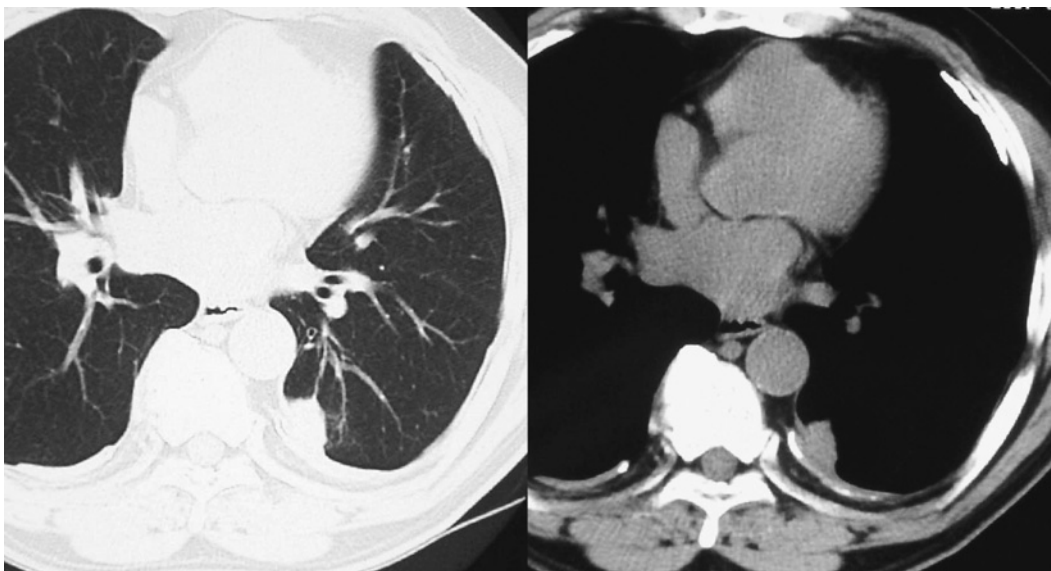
Chest CT shows a homogeneous mass abutting the chest wall in the left lower lobe and pleural thickening with pleural plaques.
